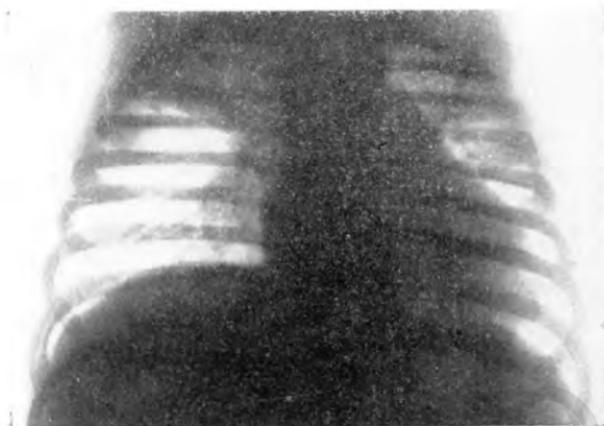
Рентгенограмма Алексея М., 1 года. Коклюш. Ателектаз верхней доли правого легкого, пневмония левого легкого.
